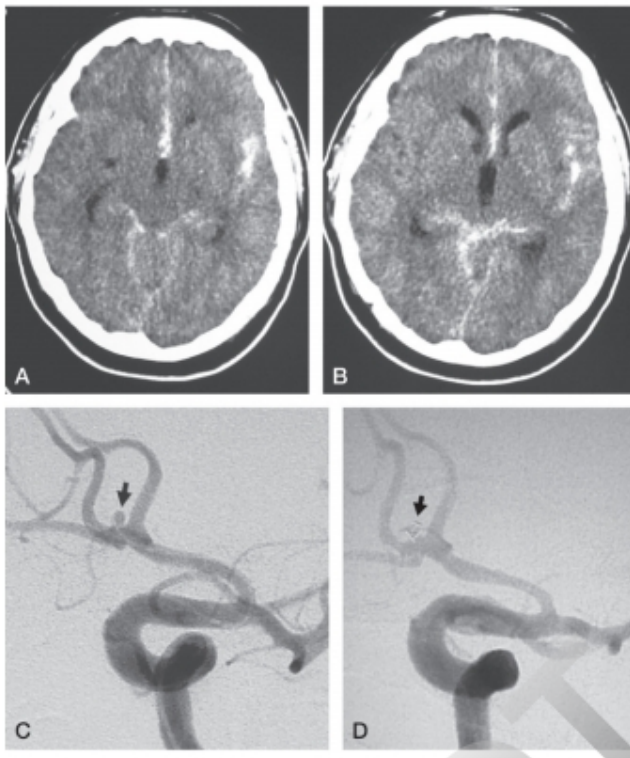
A y B. TC sin contraste. Hemorragia subaracnoidea por rotura de un aneurisma de la arteria comunicante anterior. C y D. Arteriografía cerebral que muestra el aneurisma antes (C) y después (D) de su embolización.
